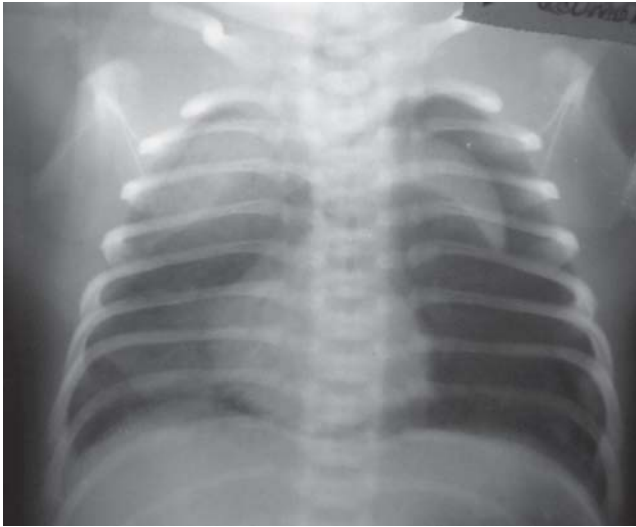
Radiografía de tórax (vista frontal). Neumotórax y neumomediastino: existe marcada radiotransparencia en el hemitórax izquierdo con aire en el mediastino y la típica imagen de “tímo volante” en ambos lados.
